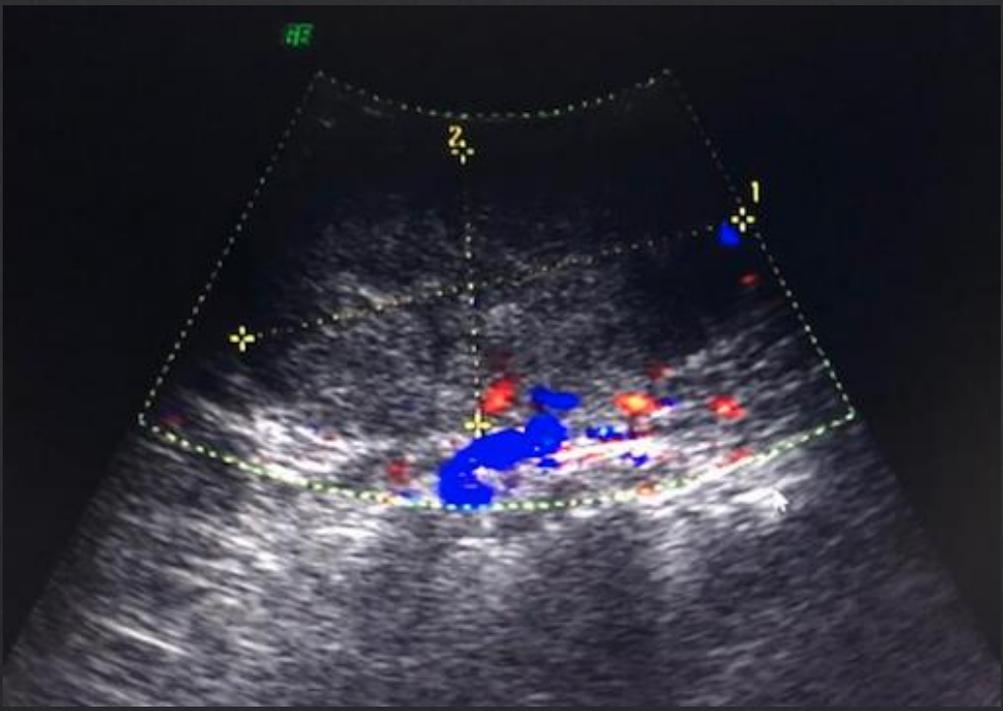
Al uso del Doppler color, se observa sobre la masa de mama derecha, zonas con signos de escasa vascularización en forma periférica.
